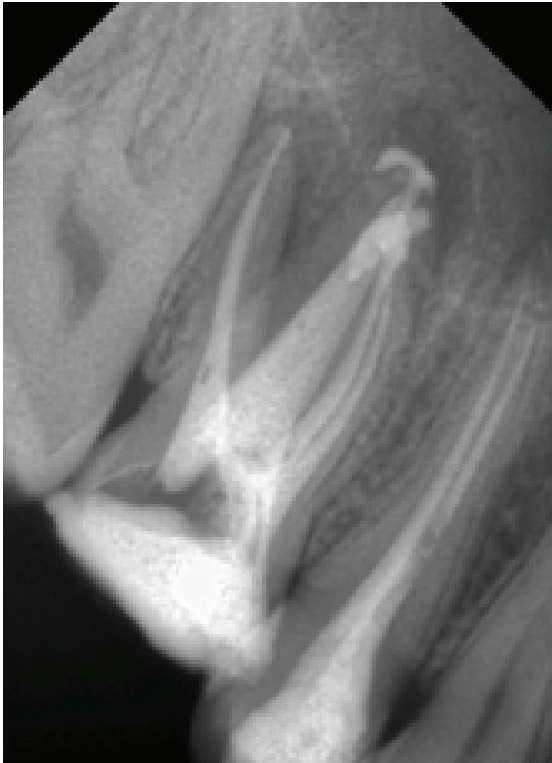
Постоперационная рентгенограмма зуба 16. Контроль obturации корневых каналов
